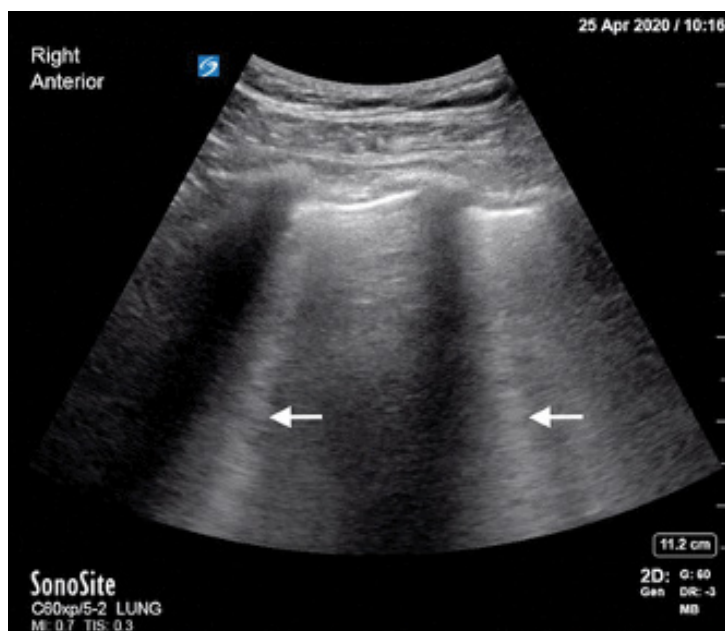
Porównanie obrazu USG płuca u zdrowego i chorego na COVID-19 pacjenta. A) zaznaczona zieloną strzałką opłucna w zdrowym płucu- widoczne poziome echo, liczne linie A b) śródmiąższowa choroba płuc z wyraźnie nieregularną linią opłucnej oraz dużym zagęszczeniem pionowych linii, wskazujących na linie B [17]
